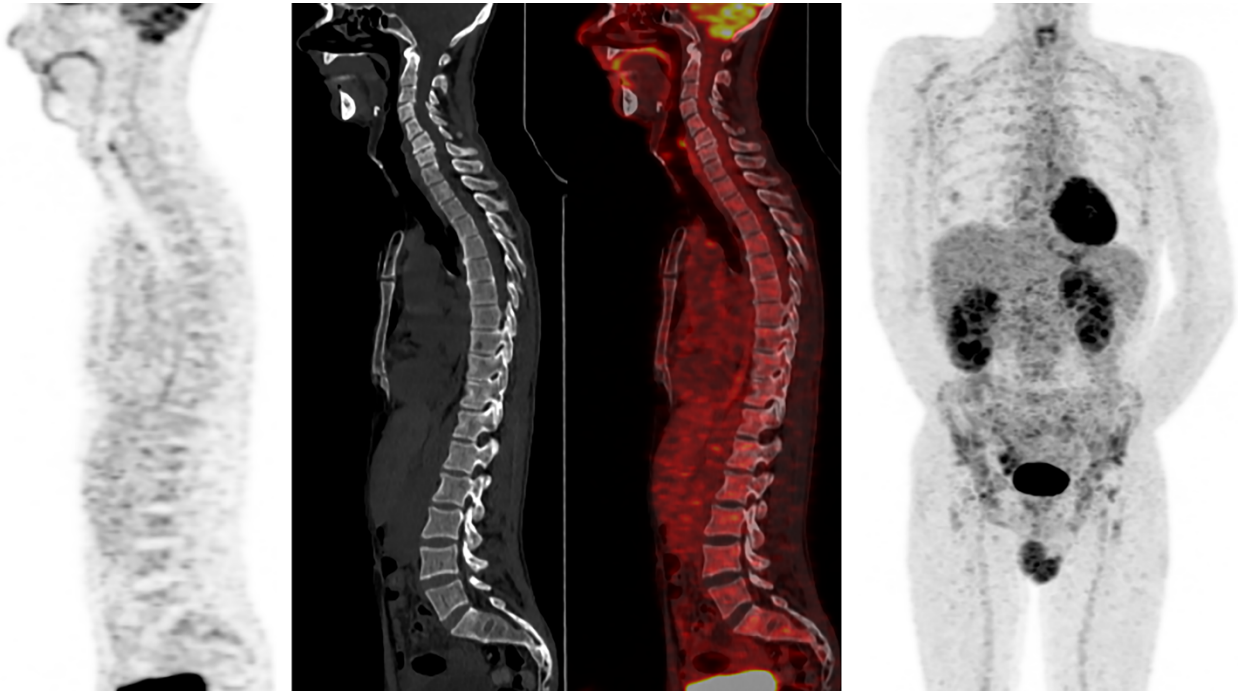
54-year-old male with IgD lambda ISS1 Multiple Myeloma. Sagittal 18-FDG PET images show a mild diffuse uptake of the bone marrow of the spine without underlying bone lesions on the companion CT. Bone marrow biopsy showed 24% of clonal plasma cells. Whole-Body Diffusion-Weighted MRI was positive for diffuse disease with the presence of a severe diffuse infiltration. Visual analysis failed to detect bone marrow diffuse disease. The Machine Learning algorithm based on Radiomics data extracted from PET/CT images correctly predicted the presence of diffuse disease.
